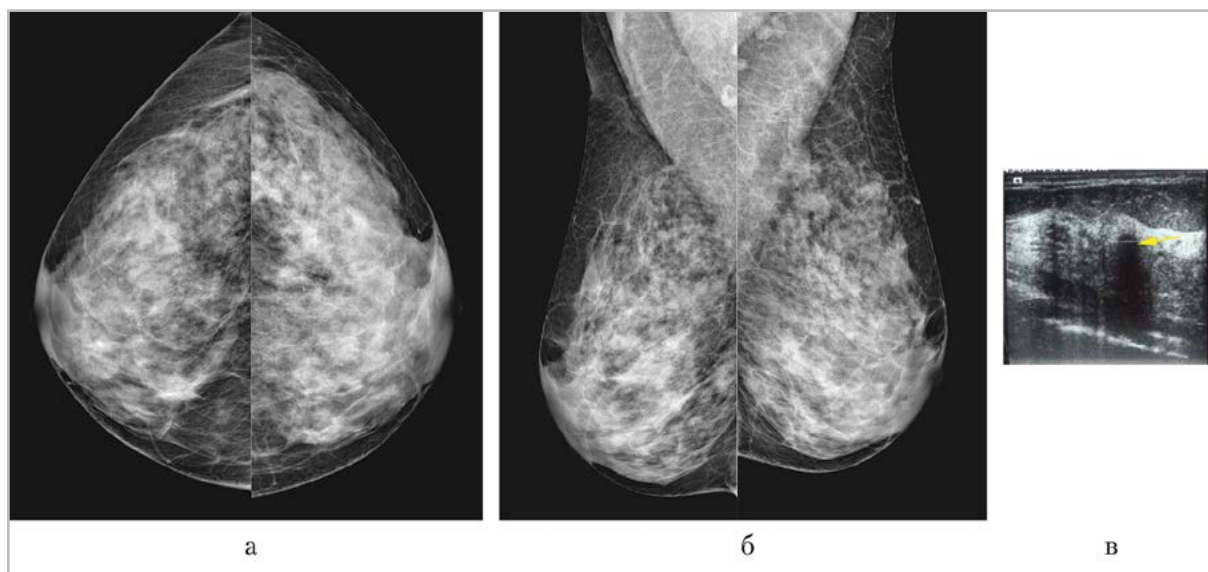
Маммограммы пациентки К., 55 лет, в прямых (а) и косых (б) проекциях: на фоне высокой рентгенологической плотности узловые образования, микрокальцинаты не определяются; в – на эхограмме в верхненаружном квадранте левой молочной железы отмечается гипоэхогенное образование с нечетким контуром (стрелка)
